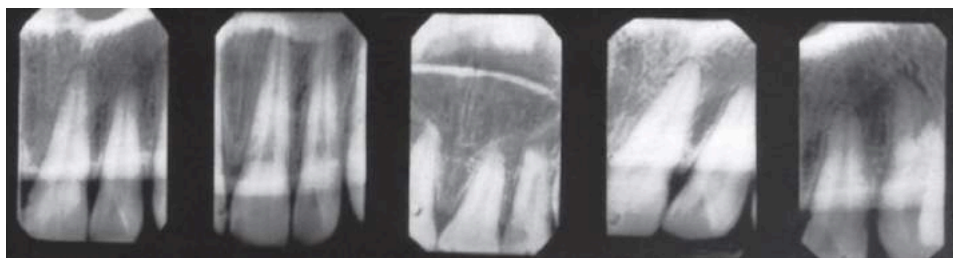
gambaran radiografi yang tidak lengkap
